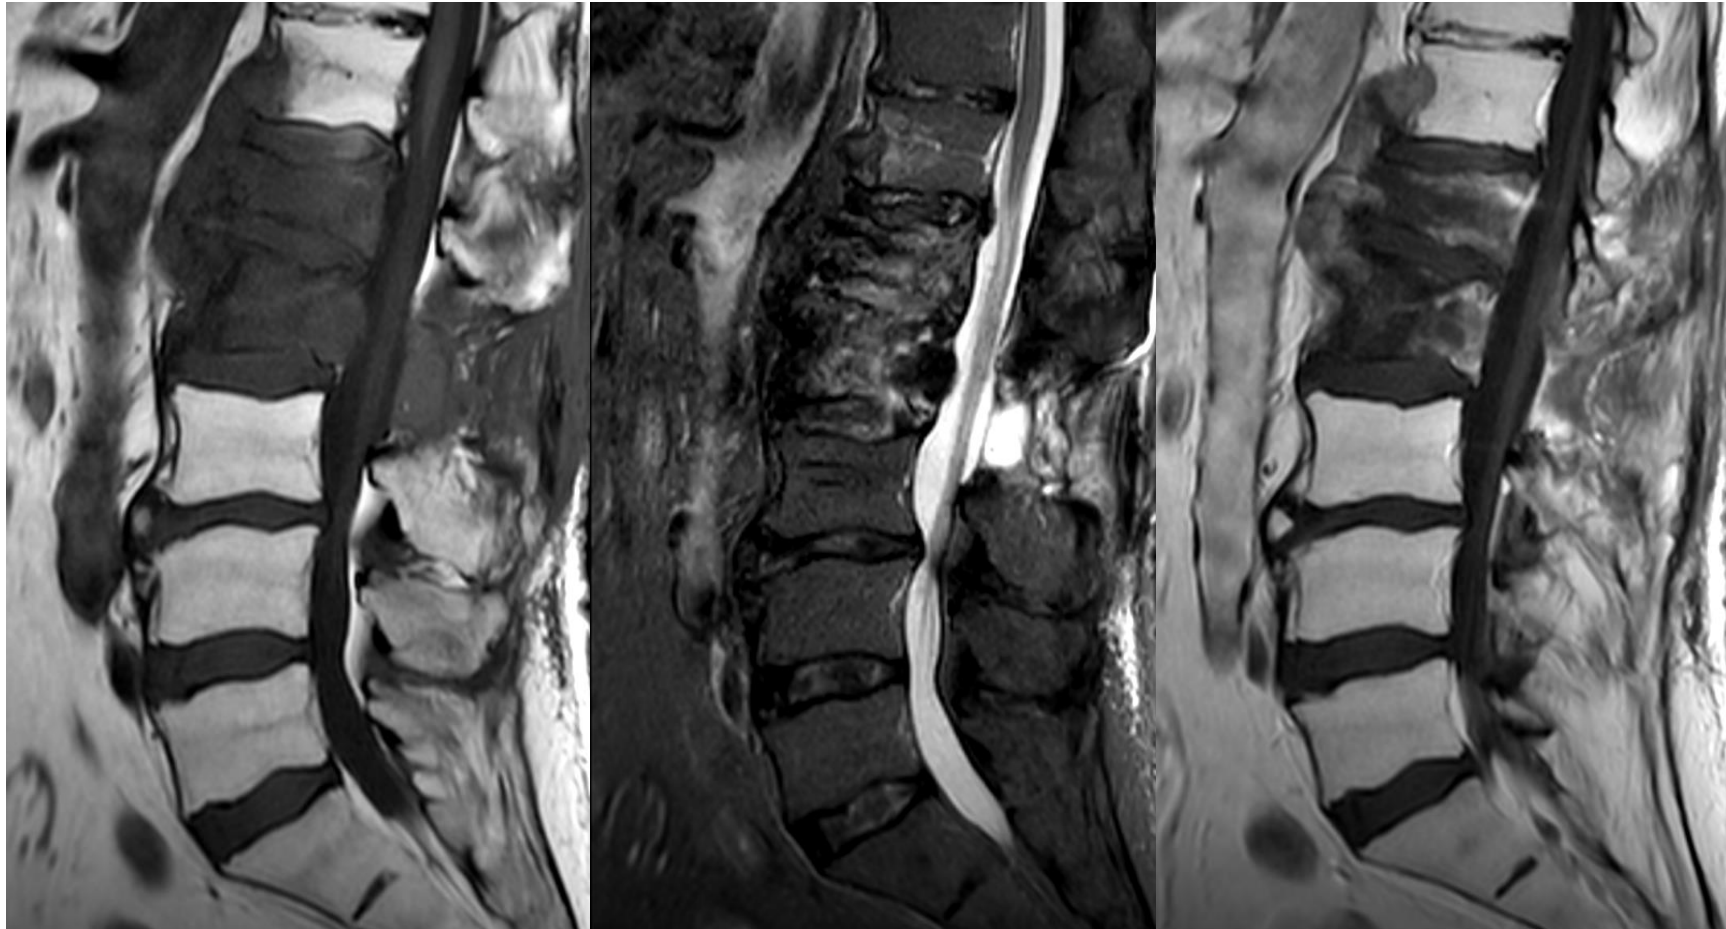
RM columna lumbar. De izquierda a derecha: T1 TSE, T2 TSE STIR, y T1 TSE post contraste. Paciente con cáncer de colon y lesión metastásica ósea mixta, con comportamiento mixto (blástica y lítica), que afecta a los cuerpos vertebrales de L1 y L2.
